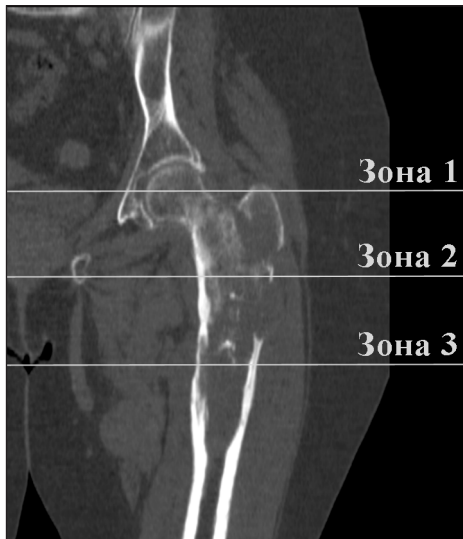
Фронтальний СКТ-скан проксимального відділу лівого стегна, створений за методом мультипланарної реконструкції. Білими лініями позначені зони, на рівні яких аналізували поширення пухлинного процесу та досліджували аксіальні СКТ-скани для виявлення позакісткового компонента пухлини та його напрямки
